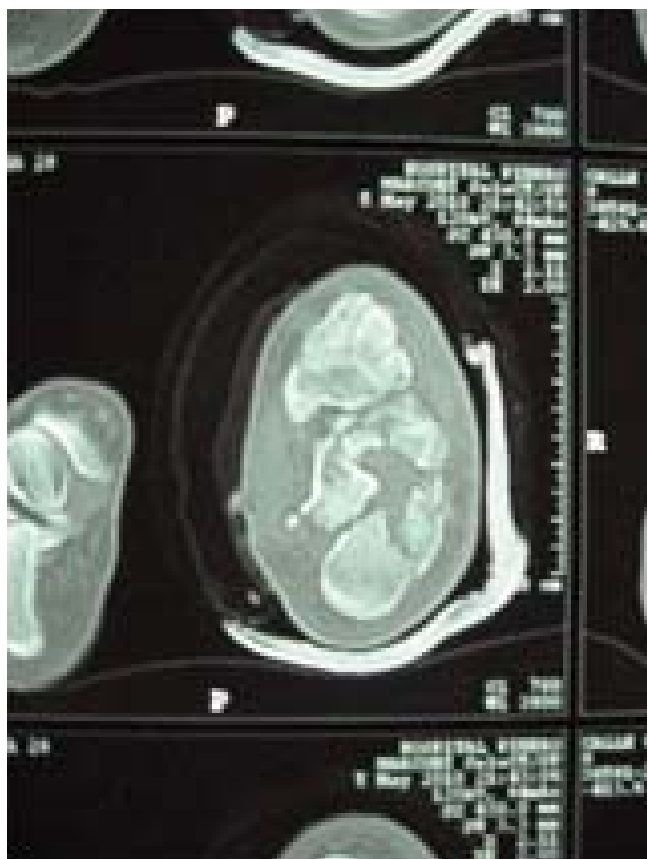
TAC de fx Tipo IV
